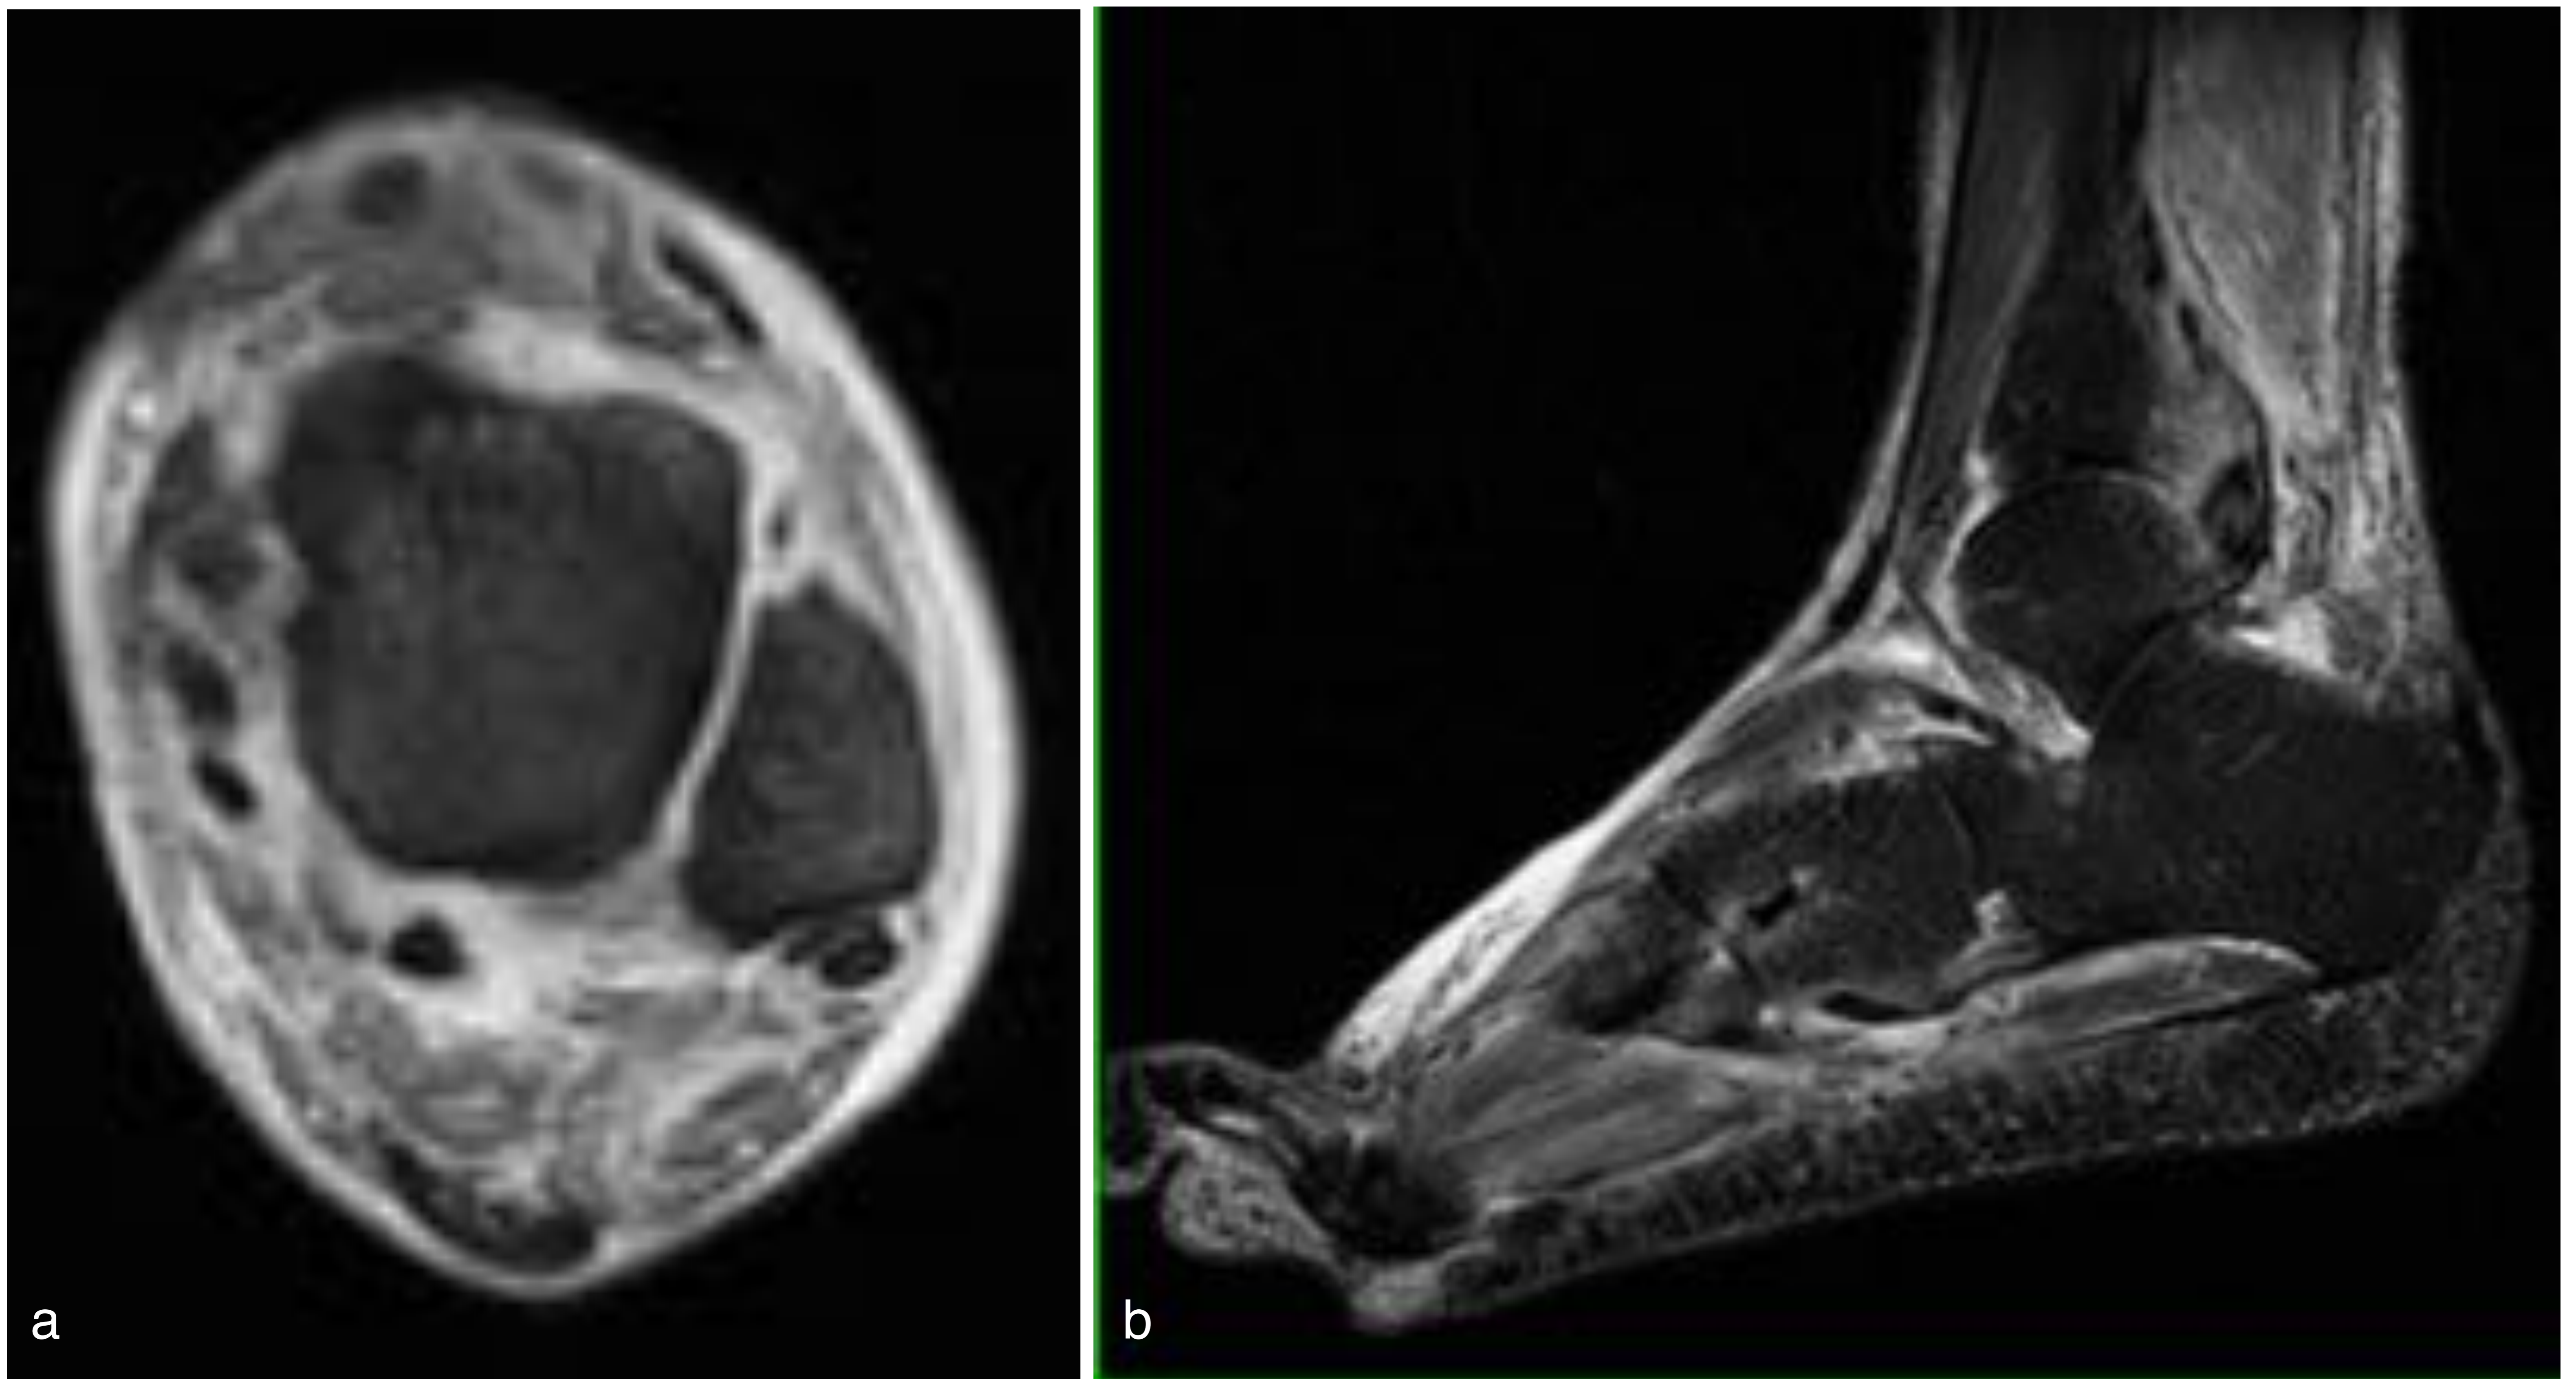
paciente de 74 años, artritis gotosa de tobillo, con inflamación de tejidos blandos adyacentes. En RM, secuencia STIR axial (a) y sagital (b) se aprecia engrosamiento e hiperseñal T2 en fascias periférica profunda e intermusculares, así como en el recubrimiento sinovial tendinoso.
